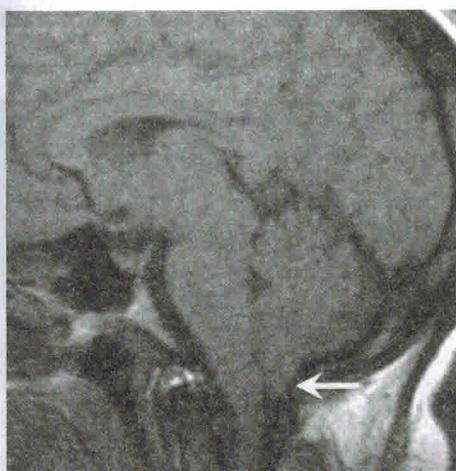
МРТ, Т1-режим: миндалины мозжечка опущены при псевдотуморе на 5 мм ниже БЗО (из ст. А. Н. Aiken et al., 2012)
